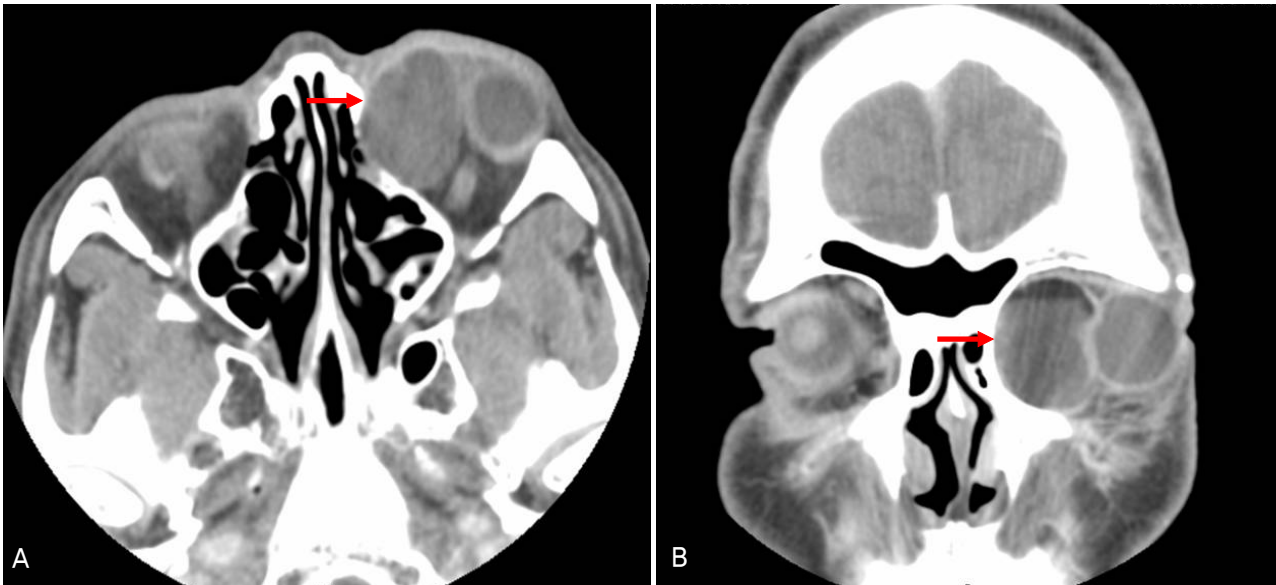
Preoperative axial (A) and coronal views (B) of orbital CT scan showing a well-defined unilocular giant cyst (red arrow), measuring 32×27×33 mm, occupying the superonasal area of the left orbit.
